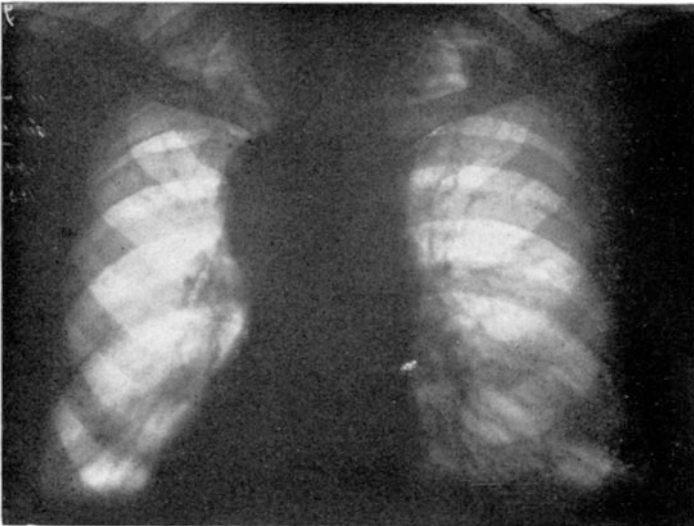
Röntgenbild bei Aortenaneurysma.
